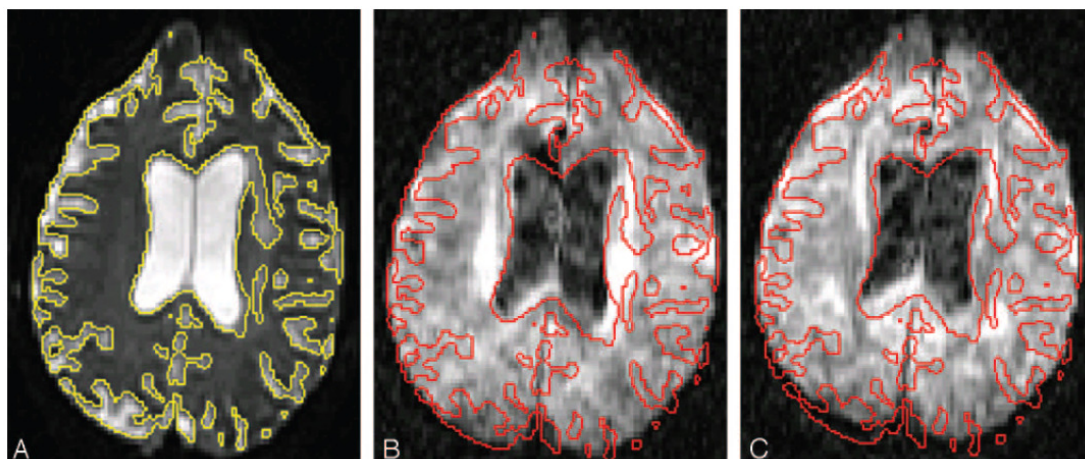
Artefactos relacionados com a presença de correntes *eddy*. Imagem $b=0$ s/mm² do encéfalo com delimitação do líquido cefalorraquidiano (LCR) a amarelo (A). Imagem DWI correspondente adquirida na mesma posição com a mesma delimitação do LCR a vermelho em que podemos verificar um deslocamento (*shift*) das estruturas no sentido anterior (B). Outra imagem DWI obtida numa direcção diferente mas em que o deslocamento ainda é mais intenso (C). Adaptado de [73].
